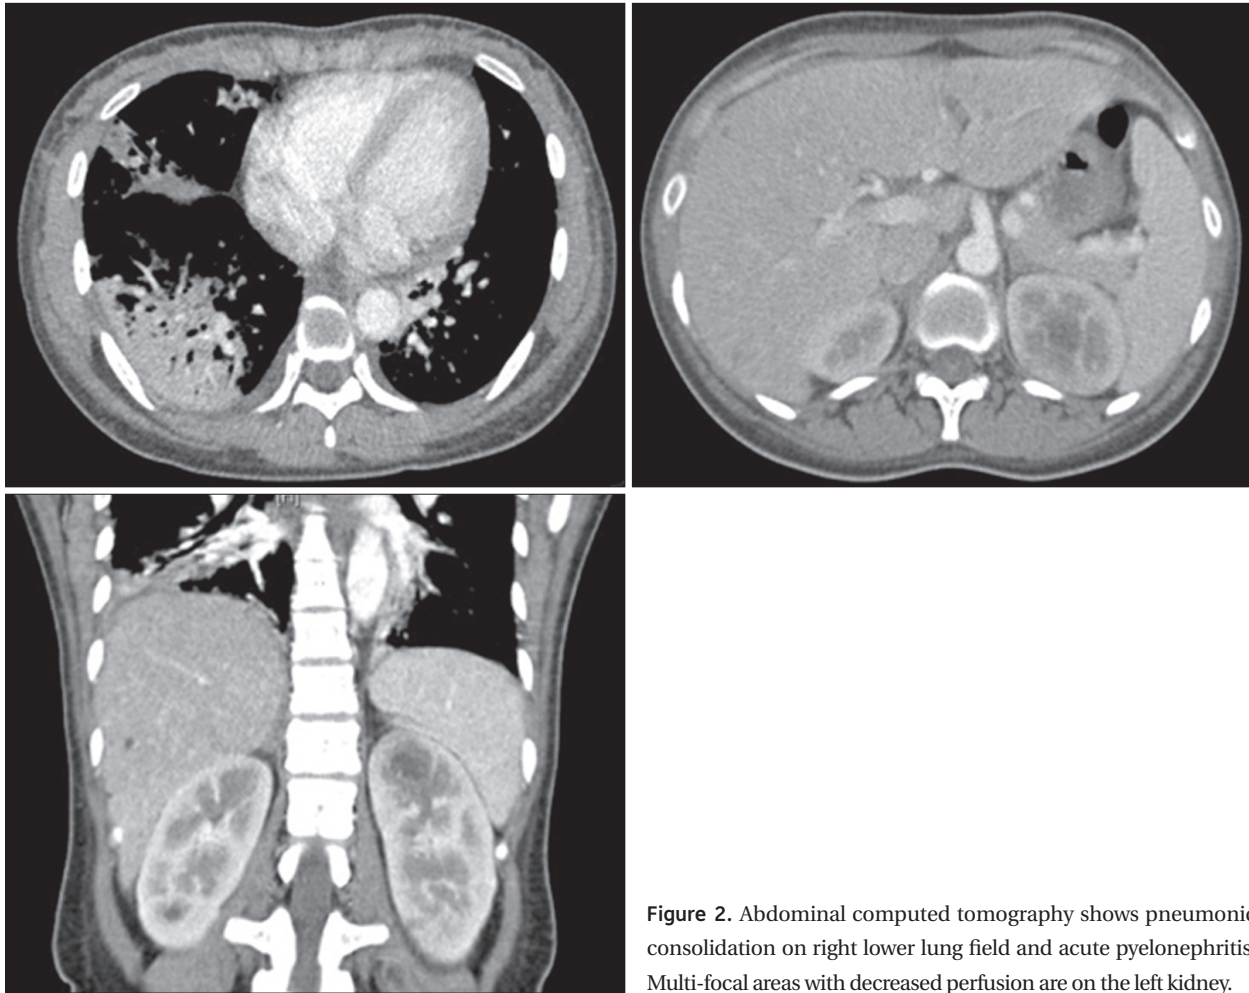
Abdominal computed tomography shows pneumonic consolidation on right lower lung field and acute pyelonephritis. Multi-focal areas with decreased perfusion are on the left kidney.
